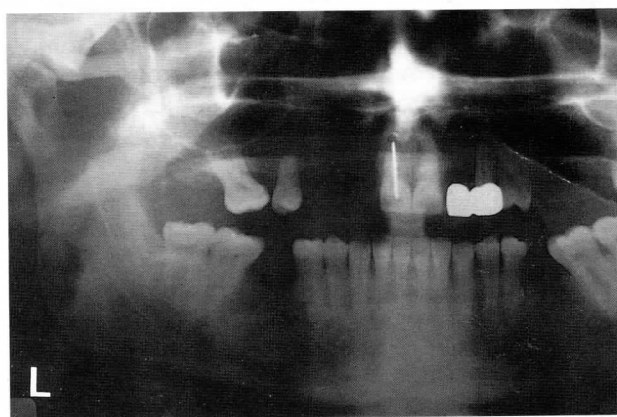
Ortopantomografía demostrando una reosificación correcta a los dos años de la intervención.
